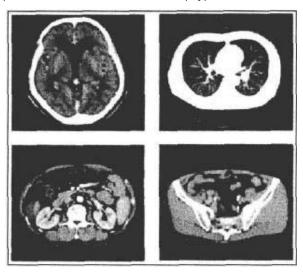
Imagens de CT, obtidas pelo método da retroprojeção.
